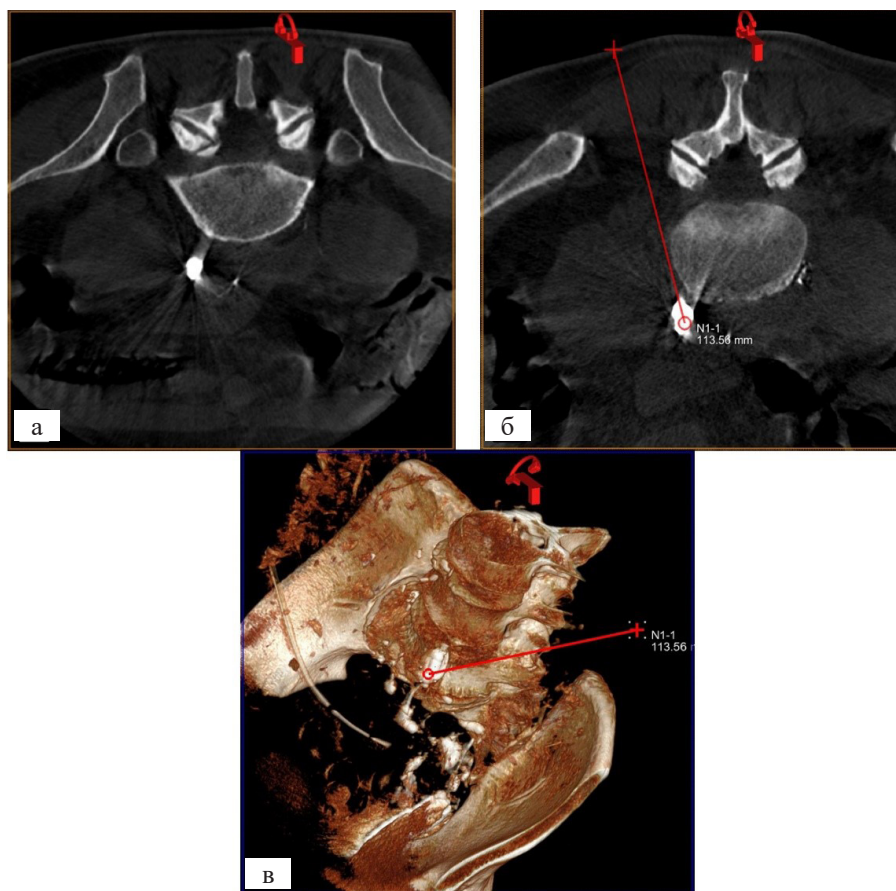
а) ПДКТ без дополнительного контрастирования в положении пациента на животе: Визуализируется начало левого поясничного лимфатического ствола; б) Построение траектории таргетирования на рабочей станции Syngo Workplace (Siemens, Германия) — представлена реконструкция косых срезов; в) 3D-реконструкция таза и траектории таргетирования левого поясничного лимфатического ствола. Данные передаются в стереотаксическое пространство ангиографической установки и отражаются на мониторах в рентгенооперационной в режиме дополненной рентгеноскопии
